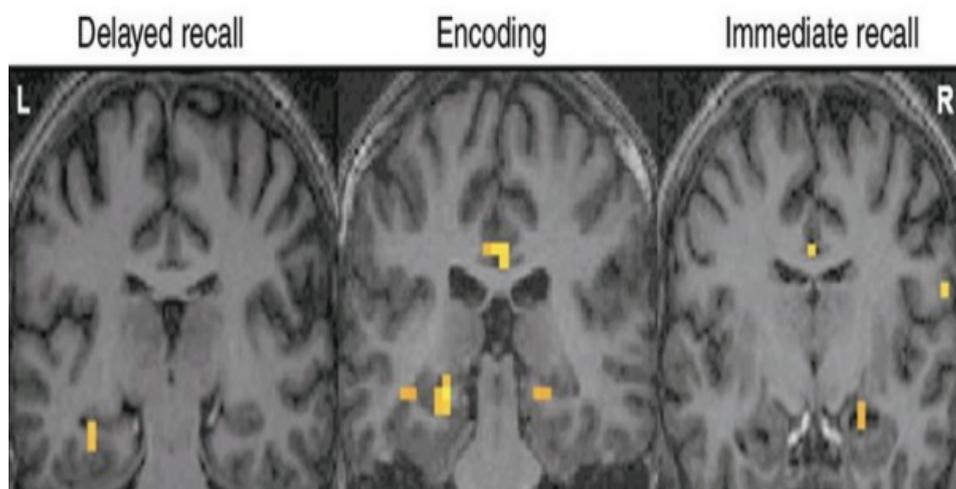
image représentant un exemple de résultat d'IRM fonctionnelle montrant des activations du lobe temporal médian (MTL) chez un patient en fonction des tâches.[166]
